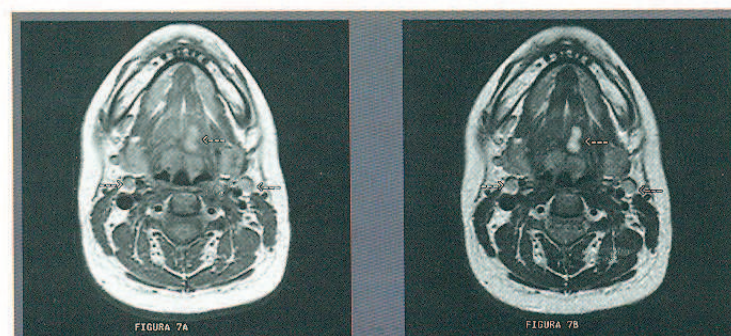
Imagen por resonancia magnética de carcinoma adenoide quístico de la glándula salival menor del suelo de la boca. Adenopatías metastásicas bilaterales en las cadenas yugulares. A: plano axial. Secuencia ponderada T₁; B: plano axial. Secuencia ponderada T₂.
